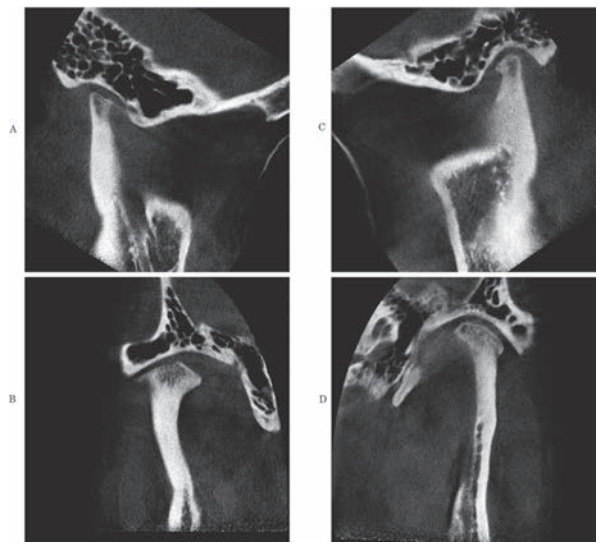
保定開始2年後 (26歳2ヶ月) の顎関節CT画像
